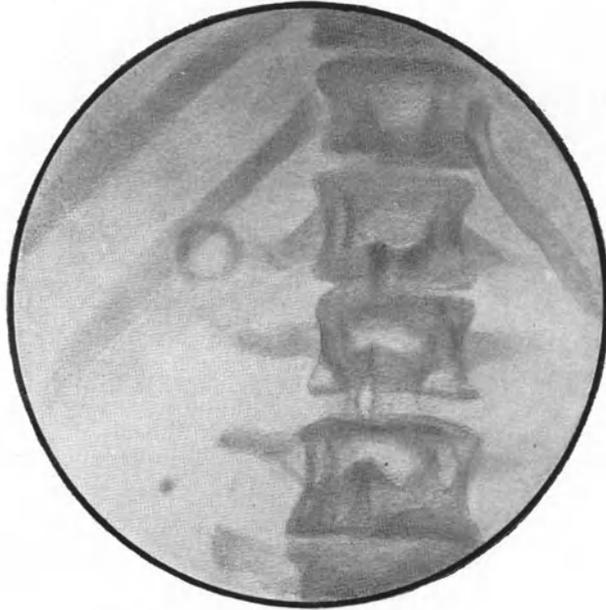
Röntgenbild. (Positiv.) Nierenstein mit durchlässigem Harnsäurekern und Schale aus phosphorsaurem Kalk. Ähnlichkeit mit einem Gallenstein.
